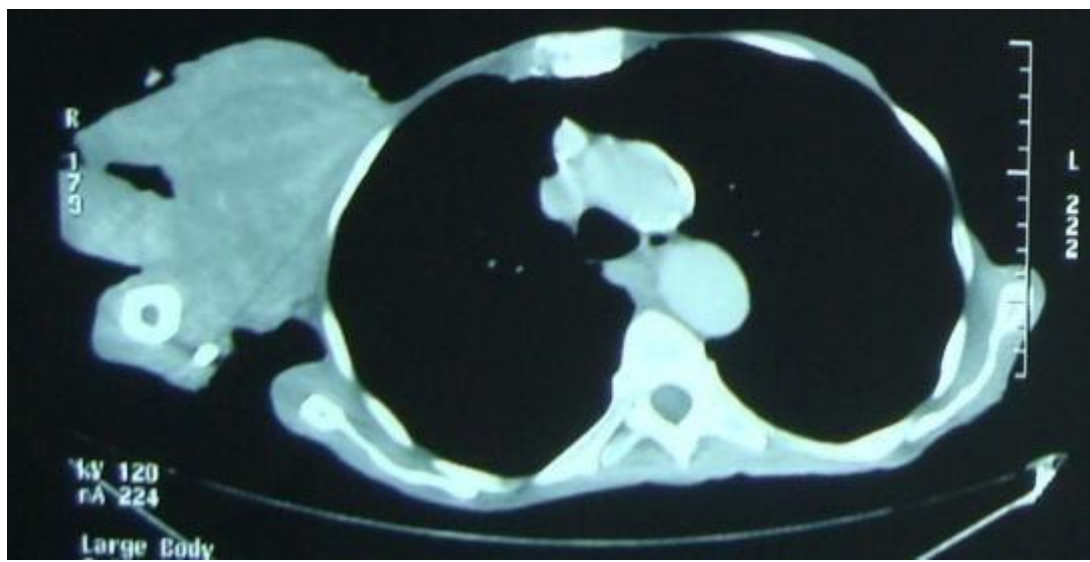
DFS de la paroi thoracique antérieure droite- image (TDM)
